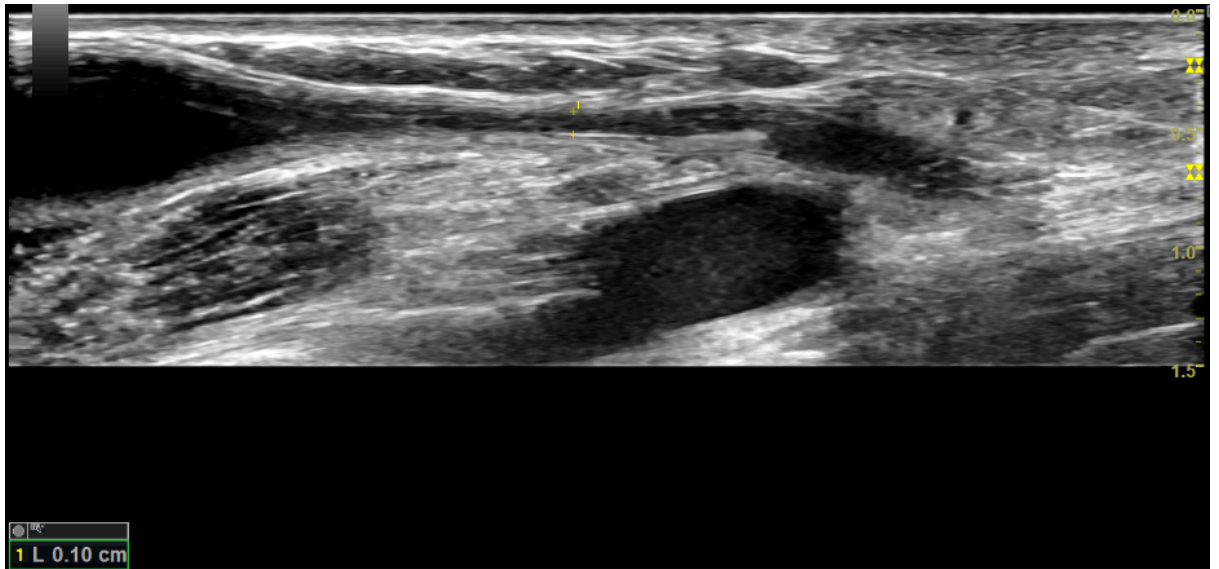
Échographie en mode B, montre une sténose serrée de la veine mesurant 1-1,5 mm
